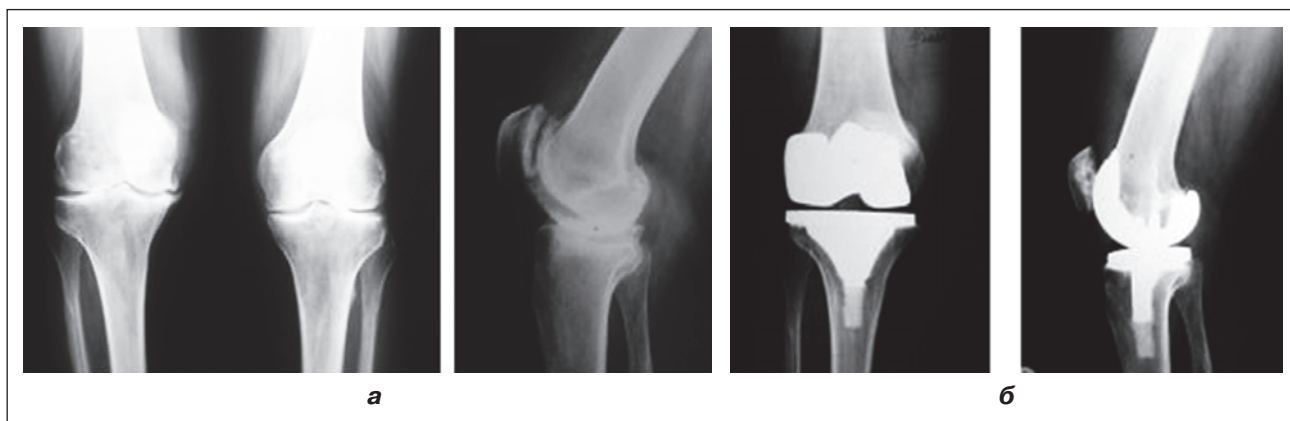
Рентгенограма пацієнта П. з остеонекрозом колінного суглоба до (а) та після ендопротезування (б)
